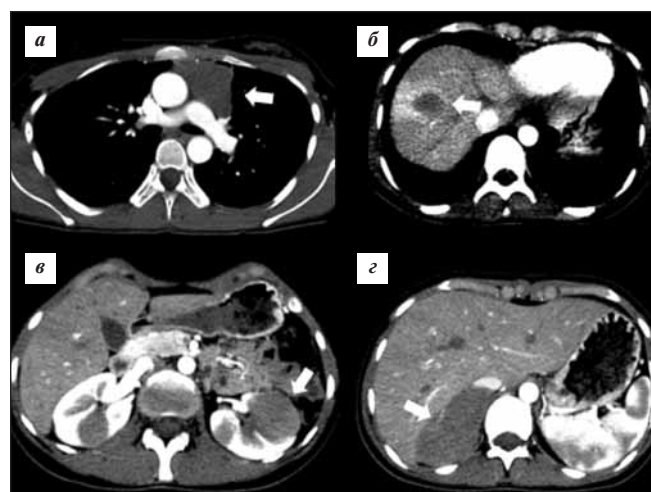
Аксиальные компьютерные томограммы грудной клетки и брюшной полости после контрастного усиления. а — мягкотканное объемное образование переднего средостения (указано стрелкой) без признаков инвазии в сосуды; б — патологическое образование в S_{VIII} сегменте печени (указано стрелкой) с кольцевидным периферическим контрастированием в артериальную фазу; в — мягкотканное объемное образование с признаками васкуляризации в правом надпочечнике (указано стрелкой); г — мягкотканное объемное образование левой почки с неоднородным контрастированием в артериальную фазу и киста правой почки (указана стрелкой)
